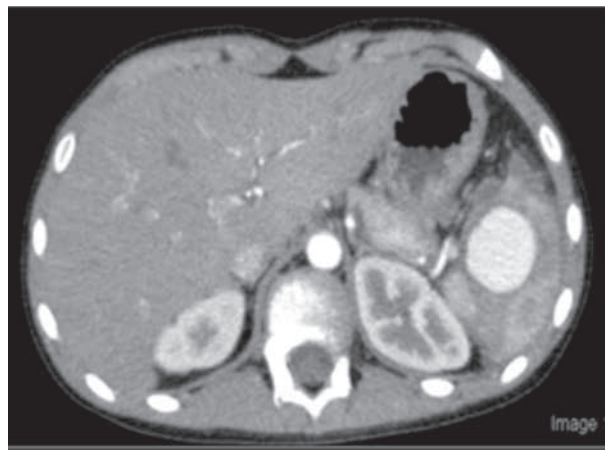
Tomografía computerizada donde se observa el pseudoaneurisma esplénico.
